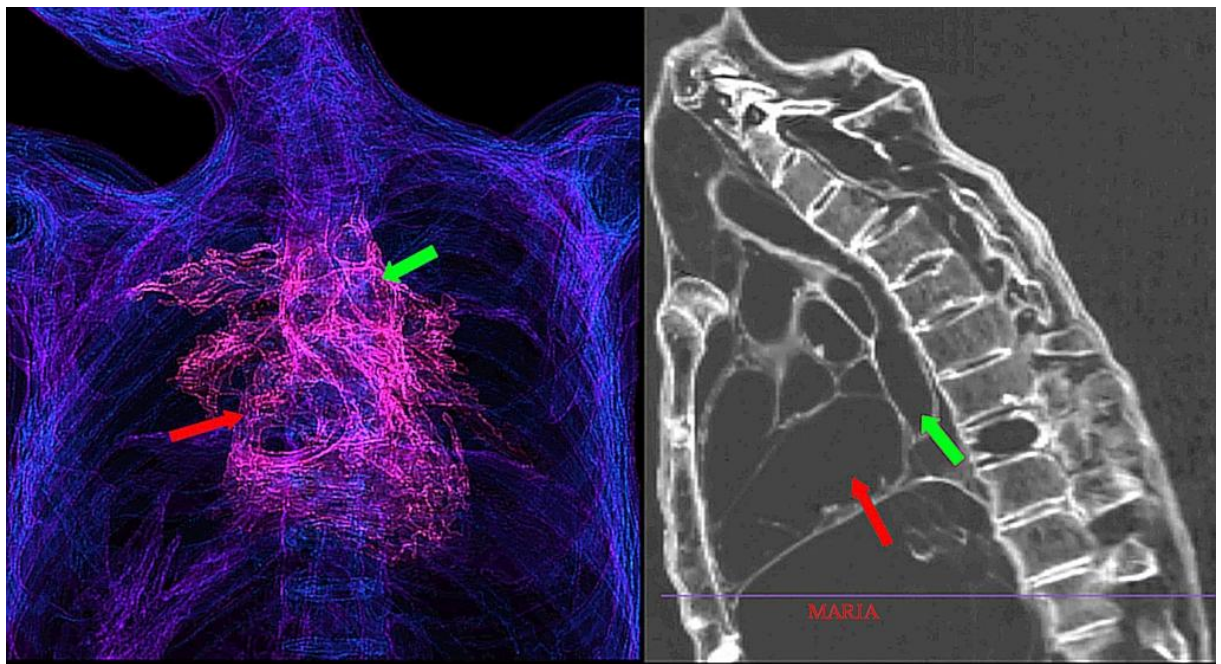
Reconstrucción 3D por tomografía computarizada (TC) (izquierda) que muestra el corazón y los grandes vasos dentro del tórax de 'Maria'. Corte sagital 2D por TC (derecha) que muestra las cámaras cardíacas (flecha roja) y la aorta (flecha verde).
